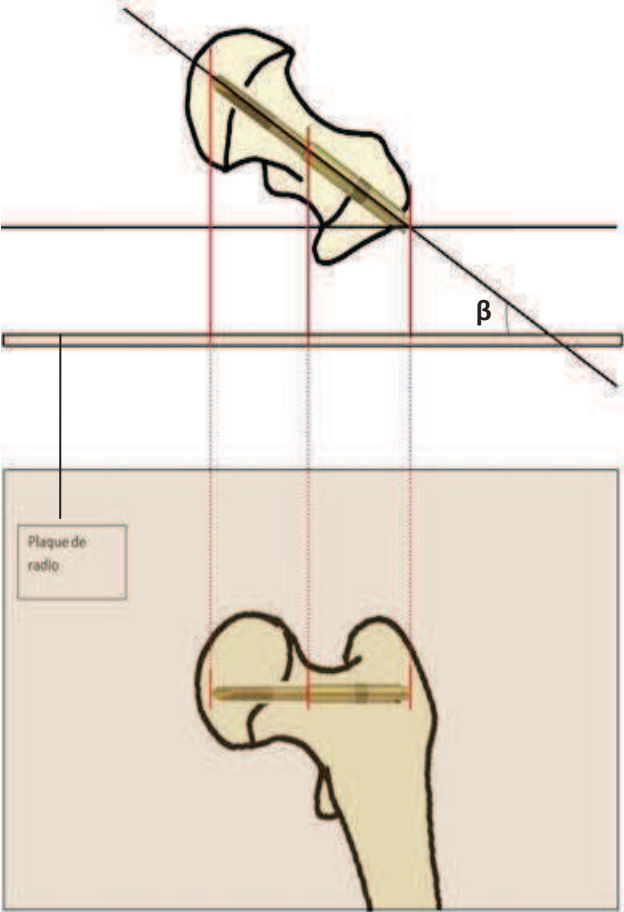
Projection radiographique vue de dessus et de face
